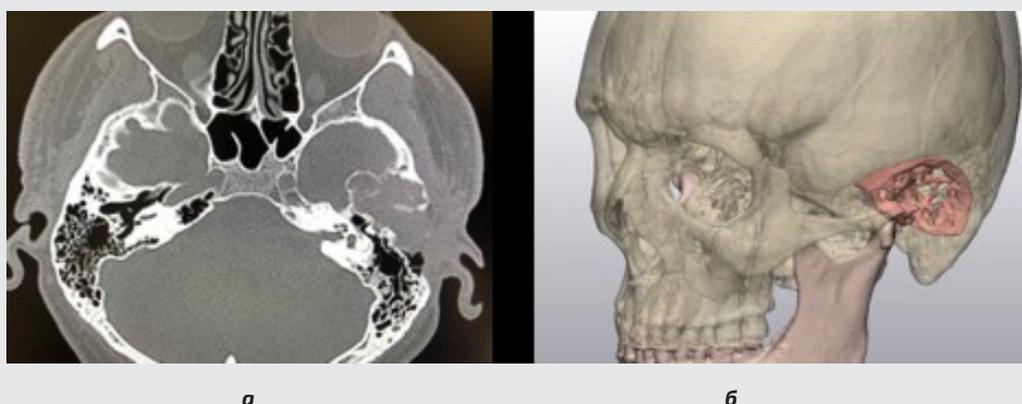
КТ новообразования левой височной кости и левого височно-нижнечелюстного сустава: а — аксиальный вид; б — 3D-реконструкция, вид сбоку (зона распространения новообразования выделена красным)
